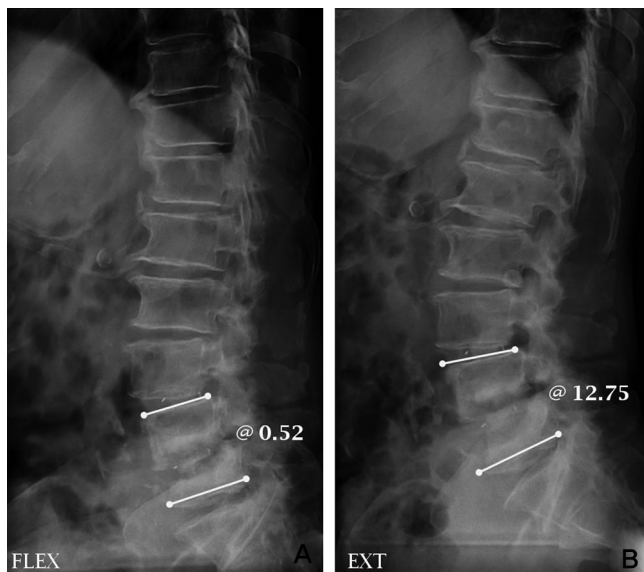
(A) Preoperative lateral x-ray shows wide destruction of L4 and L5 around cage. (B) Extension lateral view shows widened gap between cage and vertebral bodies.
